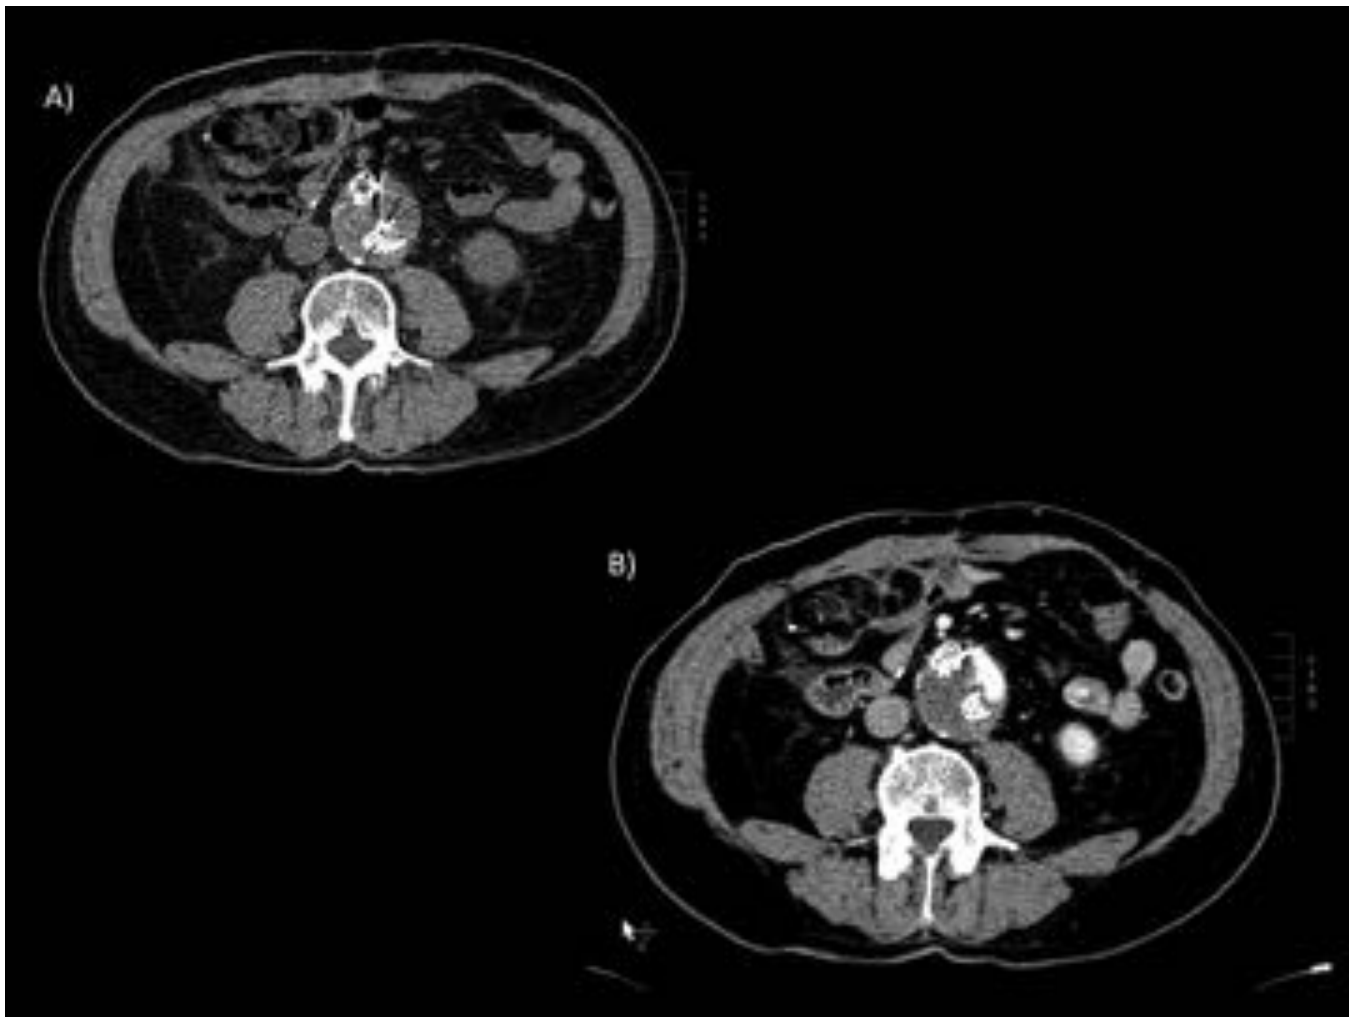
HDA en paciente anticoagulada por prótesis aórtica, mitral y endoprótesis en aorta abdominal. TC abdominal en fase basal y arterial que muestra un extravasado de contraste en fase arterial en la luz de un asa de intestino delgado compatible con sangrado activo en paciente con alteraciones de la coagulación.
